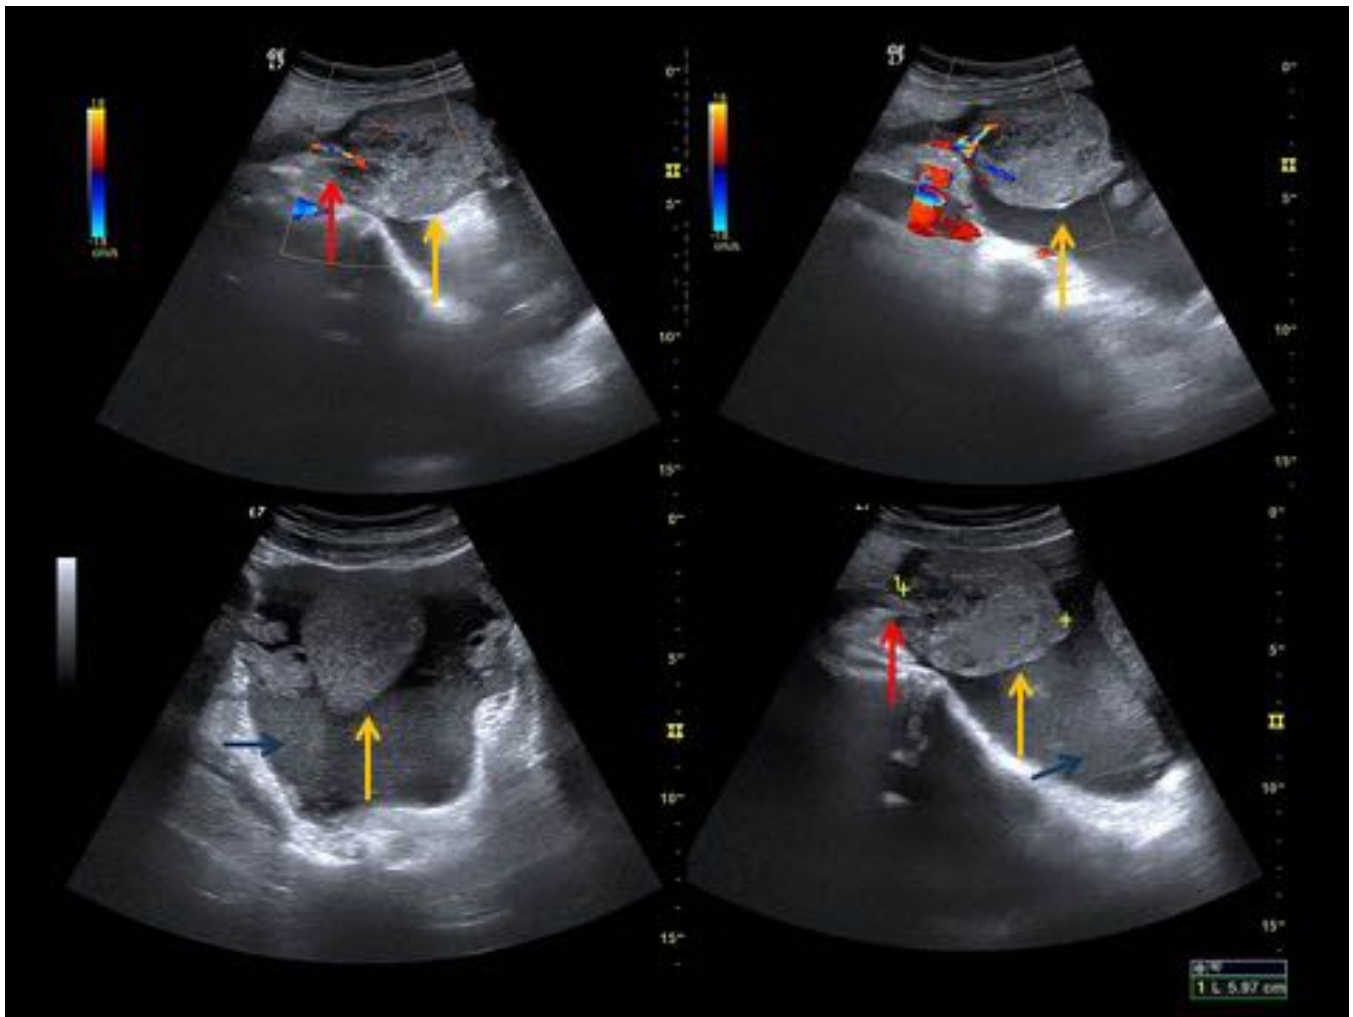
Ecografía. Masa pélvica (flechas amarillas) bien delimitada, hipoecoica y heterogéna, que presenta continuidad con asa intestinal de la que depende, a través de un pedículo vascular (flecha roja). Abundante líquido libre abdominal con ecos en su interior (flecha azul), hemoperitoneo. GIST yeyunal.
